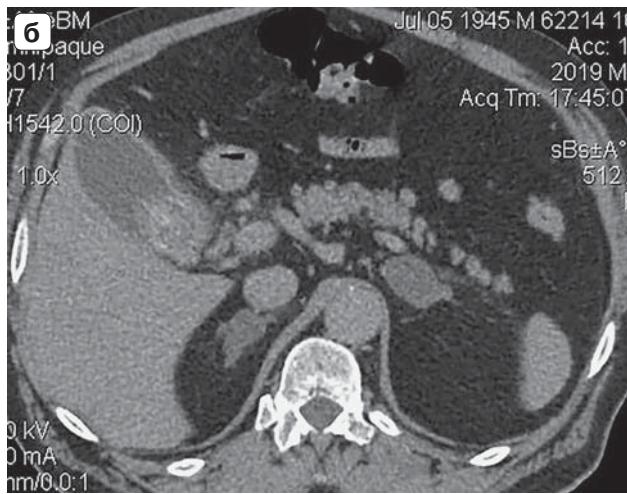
Ганглионеврома левого надпочечника. КТ с внутривенным контрастированием. В проекции левого надпочечника определяется бугристое образование, на фоне которого прослеживаются почечные артерия и вена.
